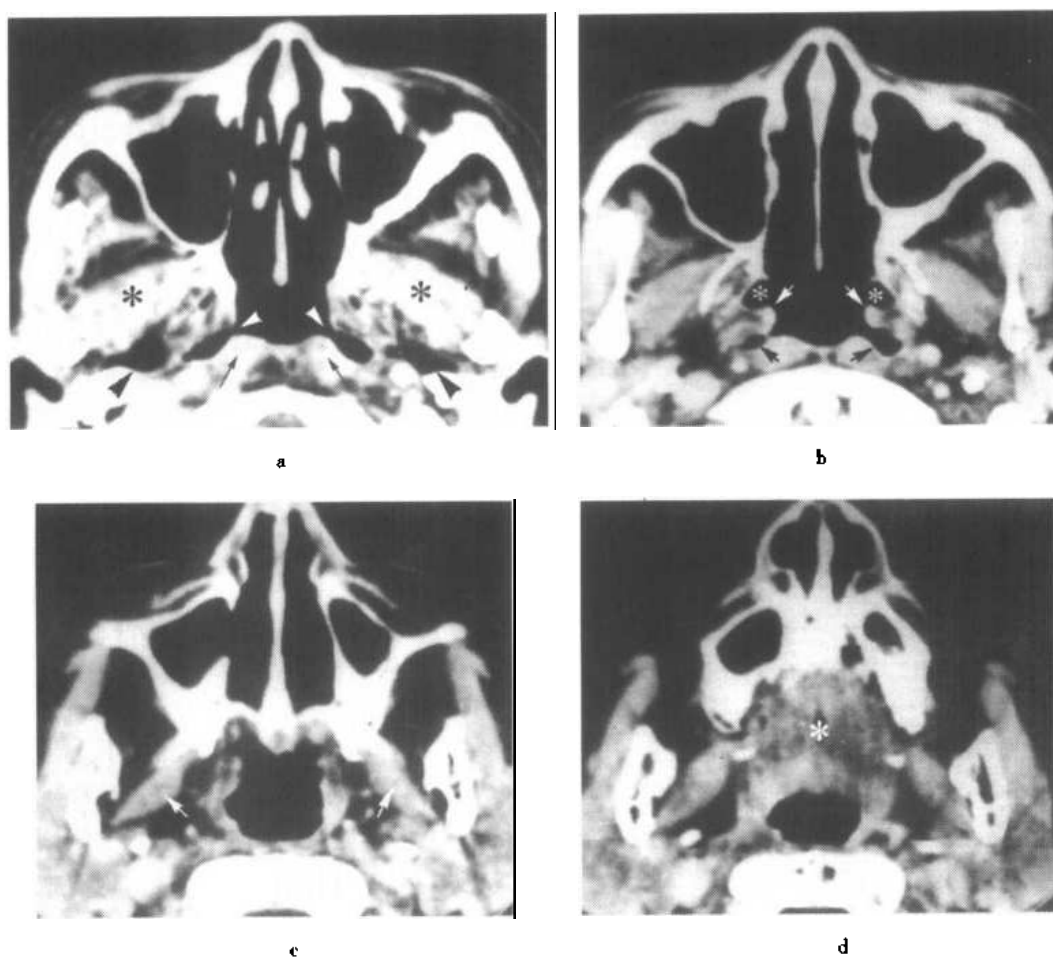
(a~d) 鼻咽腔在不同横断面 CT 扫描图的形态
